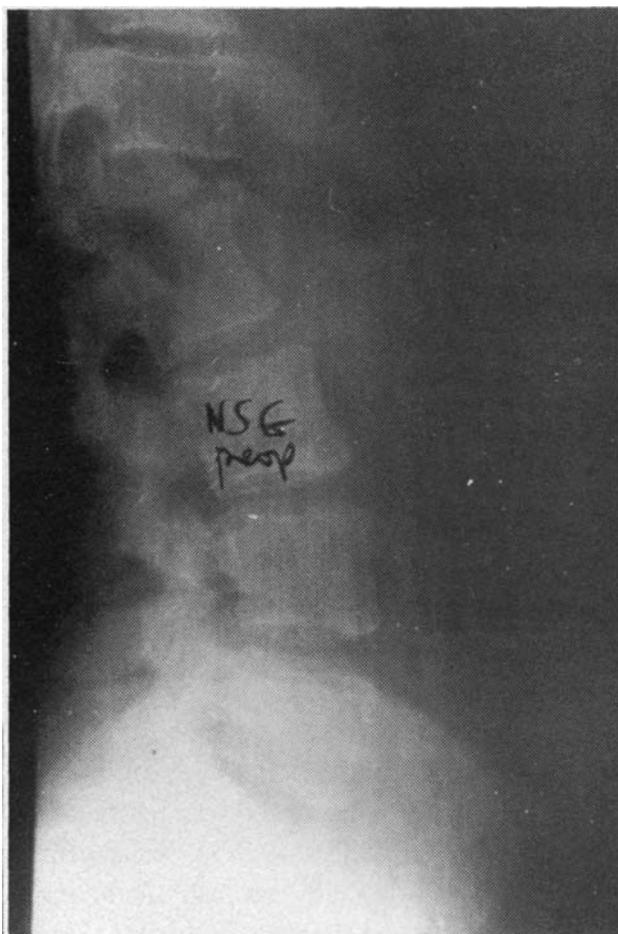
Paciente con fractura luxación de L (Charnela). Radiografía preoperatoria.
